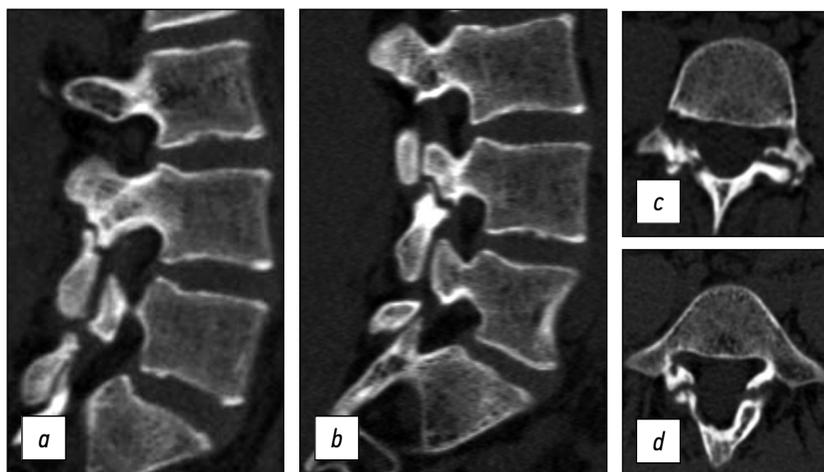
КТ поясничного отдела позвоночника: *a* — сагиттальный срез справа, *b* — сагиттальный срез слева, *c* — аксиальный срез на уровне дужки L4 позвонка, *d* — аксиальный срез на уровне дужки L5 позвонка.
